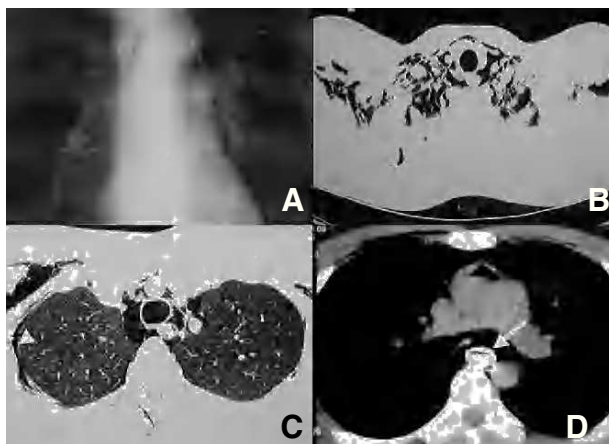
A: radiografía simple de tórax posteroanterior; imagen de neumomediastino. B: tomografía computarizada (TC) torácica; enfisema mediastínico y subcutáneo. C: TC torácica; disección extrapleurales en el hemitórax derecho (punta de flecha). D: TC torácica tras administración de contraste hidrosoluble en la que no se aprecia fuga de contraste esofágico (flecha).
